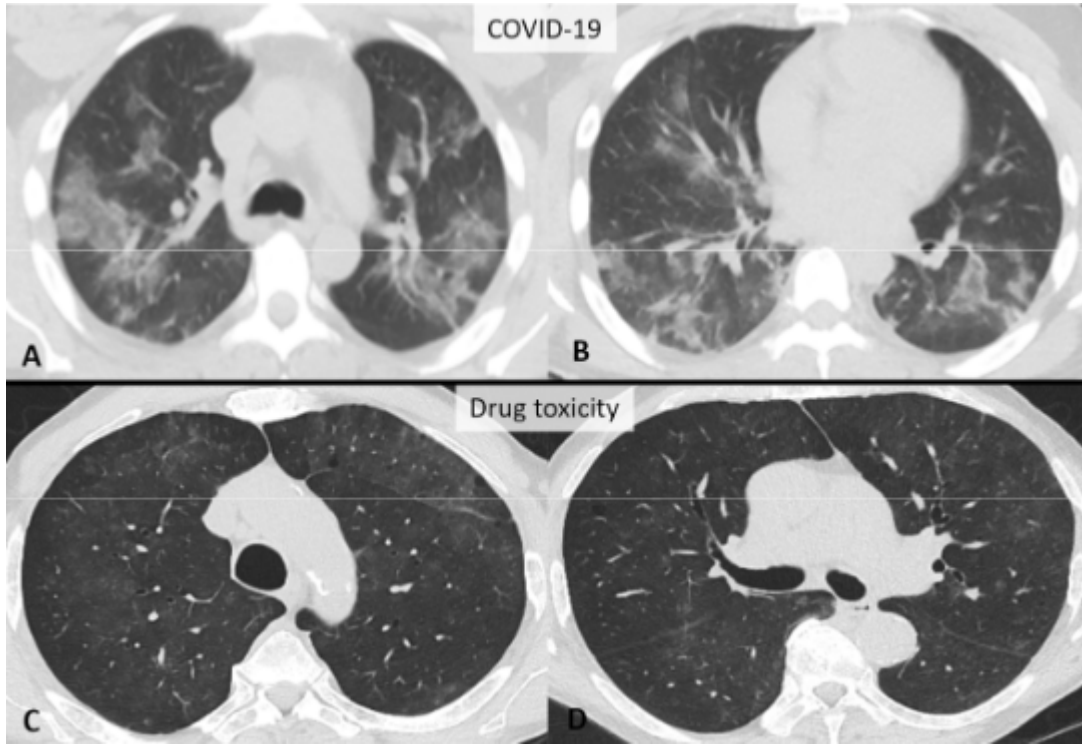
Covid-19 için tipik BT bulguları ve benzer bulgulara sahip başka hastalıklar
